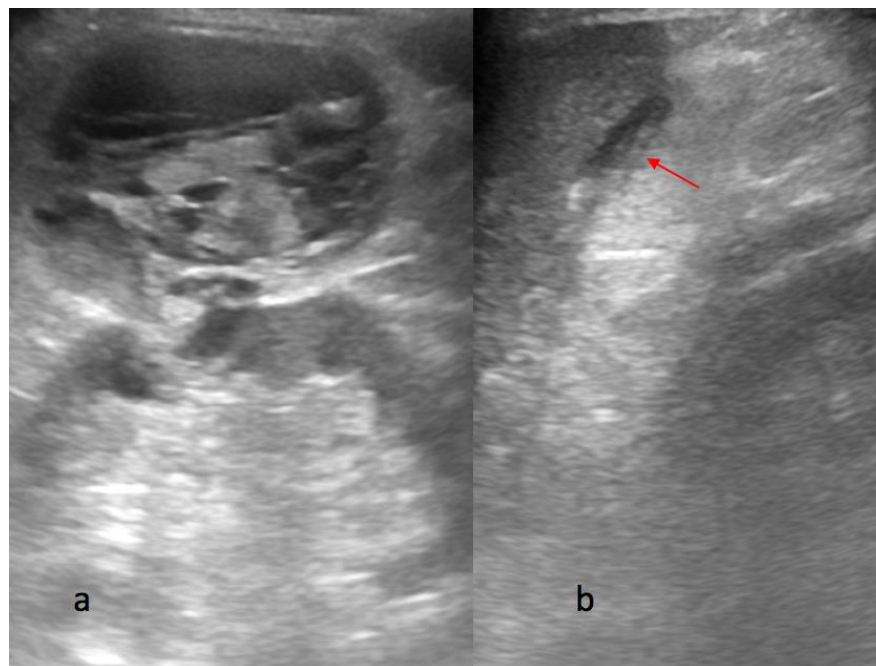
L'ecografia eseguita all'ingresso in Pronto Soccorso documenta al rene di sinistra la presenza di cisti complicata seppimentata, con pareti ispessite e contenuto misto ipo-iperecogeno (a). Concomita in sede perisplenica la presenza di falda fluida (b, freccia).
